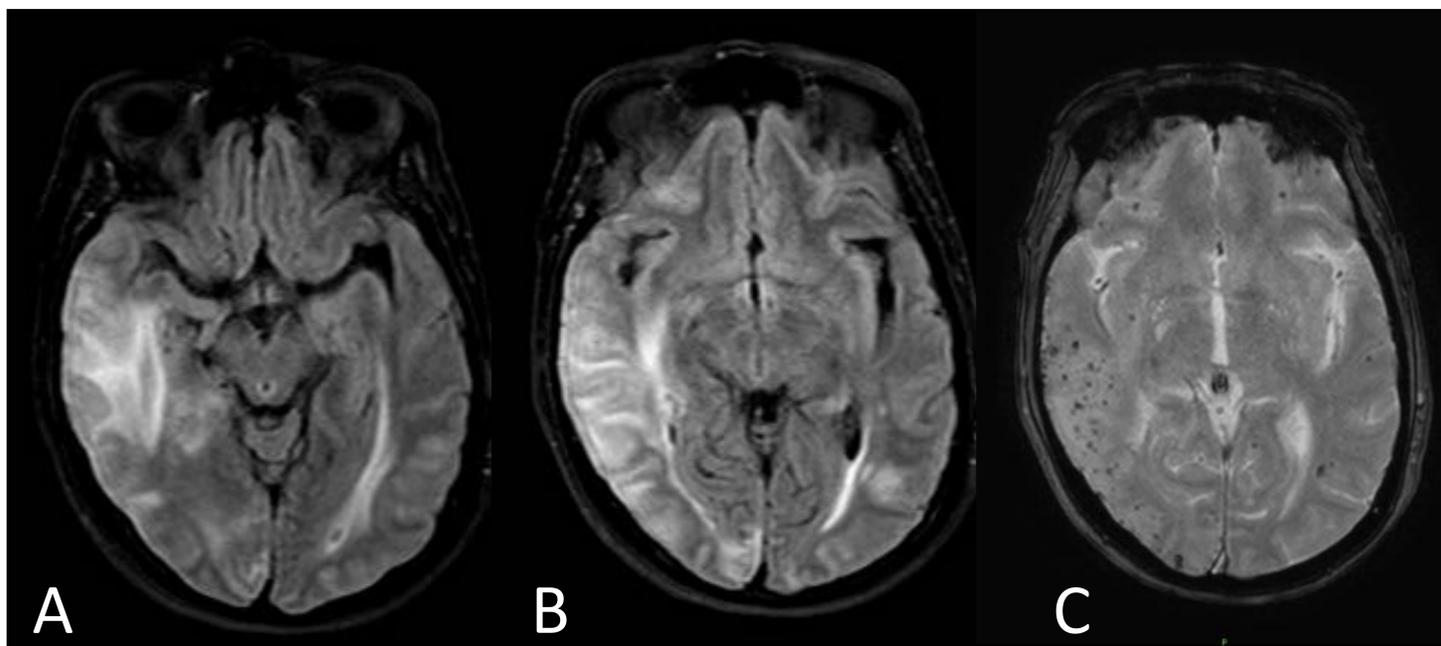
Angiopatia amiloide inflamatoria. A, B) Axial T2/FLAIR SPIR y C) Axial SWI. Paciente de 66 años remitido por alteración cognitiva aguda. La RM muestra una masa hiperintensa T2-FLAIR infiltrativa con márgenes mal delimitados y translobar derecha con edema cortical. C, SWI muestra múltiples microhemorragias córtico-subcorticales bilaterales en ambos hemisferios cerebrales, en mayor grado en el área de hiperintensidad T2 temporal.
